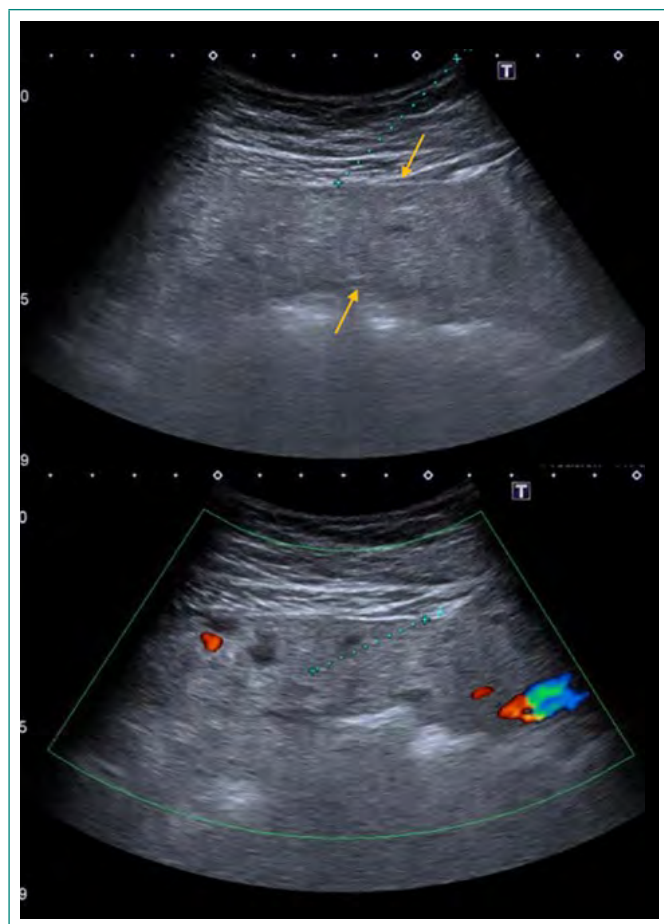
Ecografía. Engrosamiento del omento mayor, aspecto ecográfico (flechas naranjas). Planificación con ecografía-Doppler del trayecto de biopsia realizada en región periumbilical con sistema coaxial y aguja Tru-cut 18G (líneas de puntos azules).
